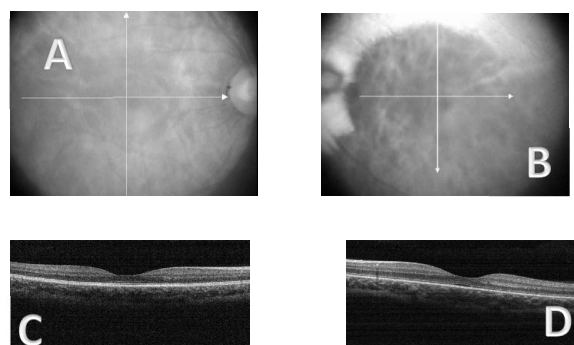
Tomografia de coerência óptica foveal bilateral. A e B: Imagens demonstrando o corte realizado da região foveal em ambos os olhos. C e D: Arquitetura foveal preservada em ambos os olhos, sem espessamento da camada de fibras nervosas em olho esquerdo.
